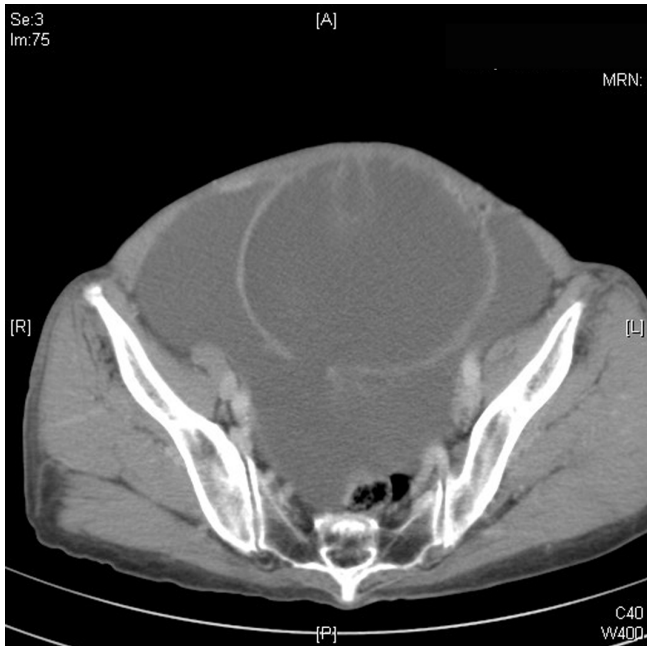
Computed tomography scan shows 11.5×10.2 cm sized round shape cystic mass with multiseptation rising from left ovary, which has disruption of posterior wall.
